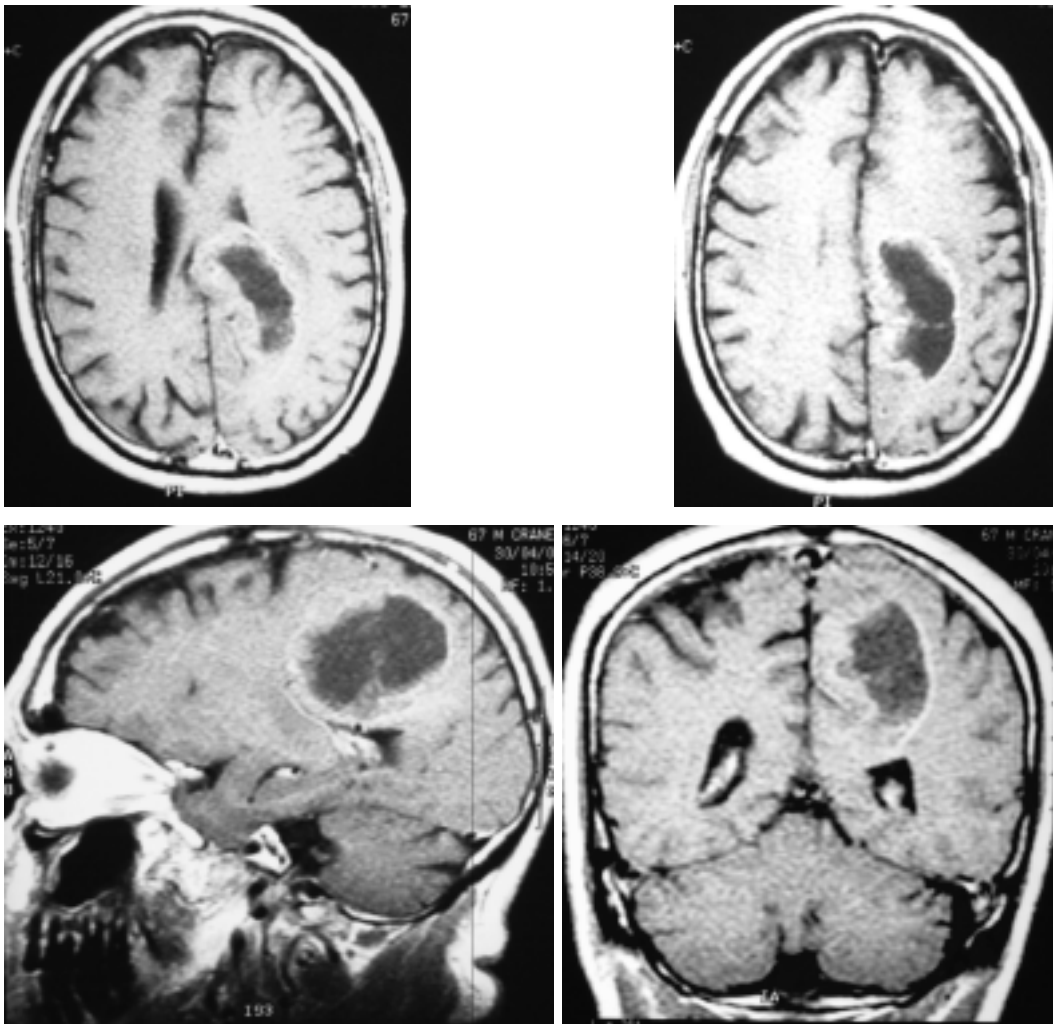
Resonancia magnética de cráneo donde se observa lesión en región parietal izquierda.
